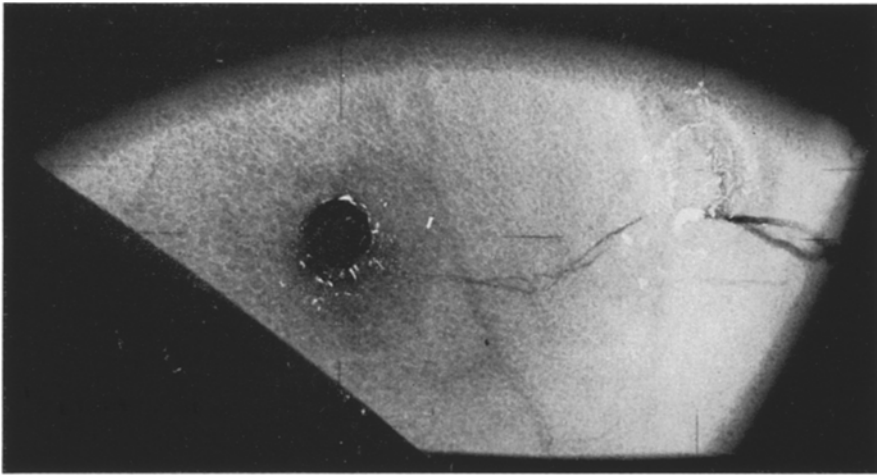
Experimentelle standardisierte Kleinkaliberschüsse (Schußentfernung 20 cm) auf benachbarte Stellen eines Schädels; Röntgenbild. Links Perforation von 6,3 mm Durchmesser; mittlerer Knochenmineralgehalt 49,5 mg/ml. Rechts keine Perforation, mittlerer Knochenmineralgehalt 490 mg/ml. Knochensprünge, Bleianhaftungen
